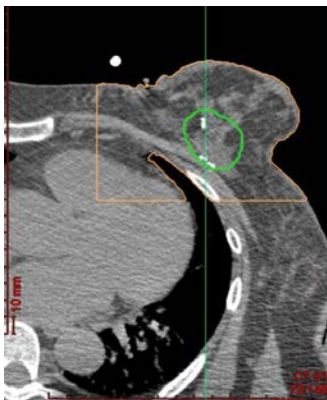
Визуализация внутритканевых меток по данным КТ-исследования.
